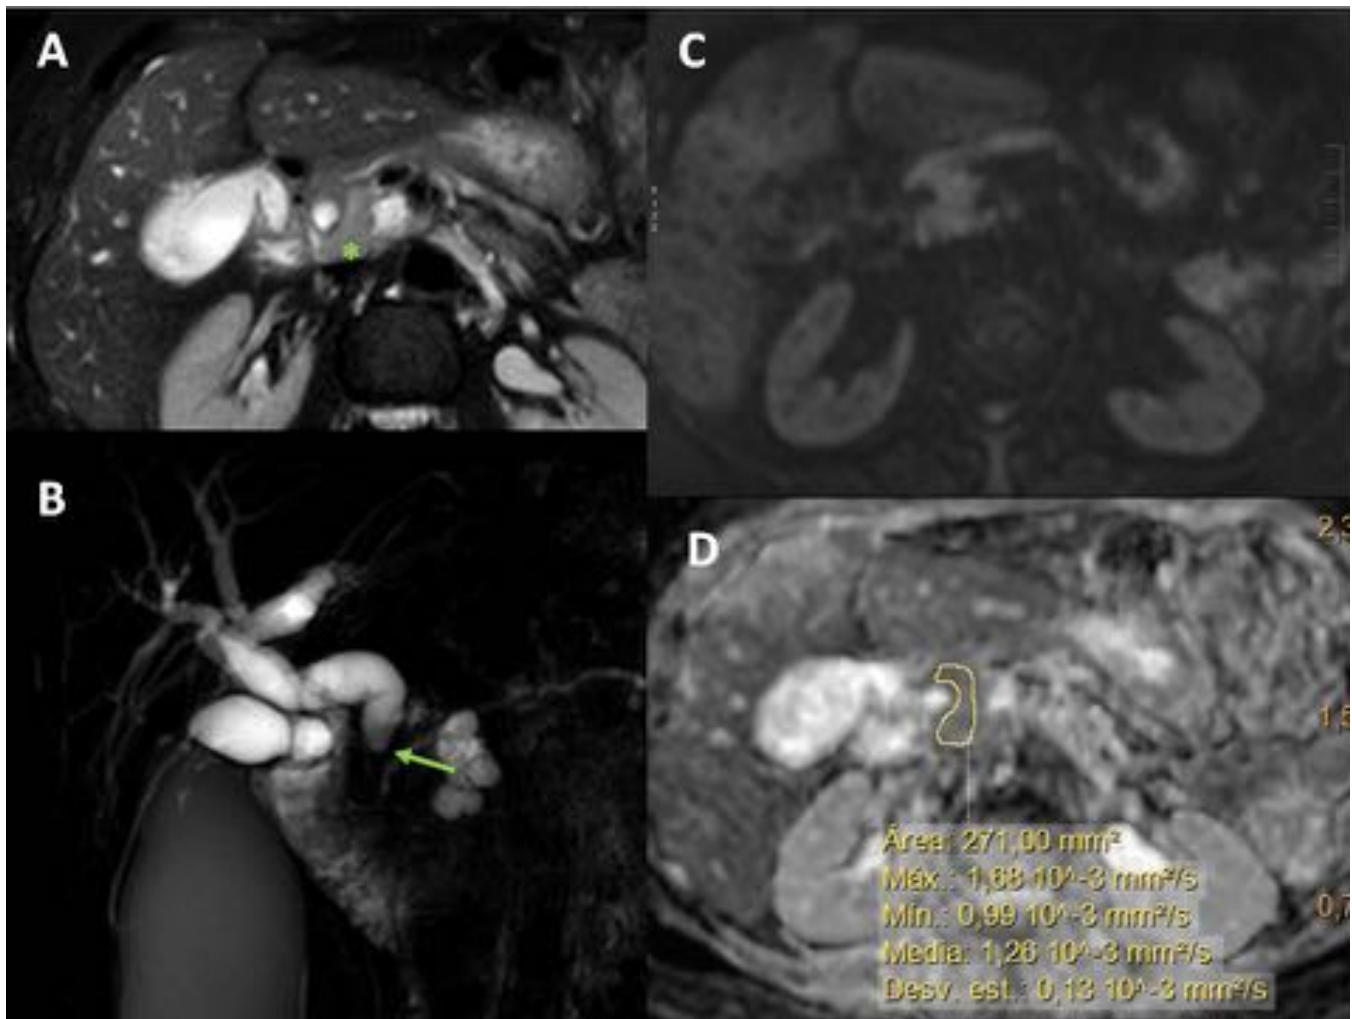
Neoplasia de cabeza de páncreas. A: Imagen transversal de RM T2 con supresión grasa que muestra lesión bien definida en cabeza de páncreas (asterisco), que condiciona dilatación de colédoco en colangio RM (B) por estenosis distal (flecha). C y D: imágenes transversales de RM difusión (b 1000) y mapa de ADC que muestran que la lesión presenta un bajo ADC.
